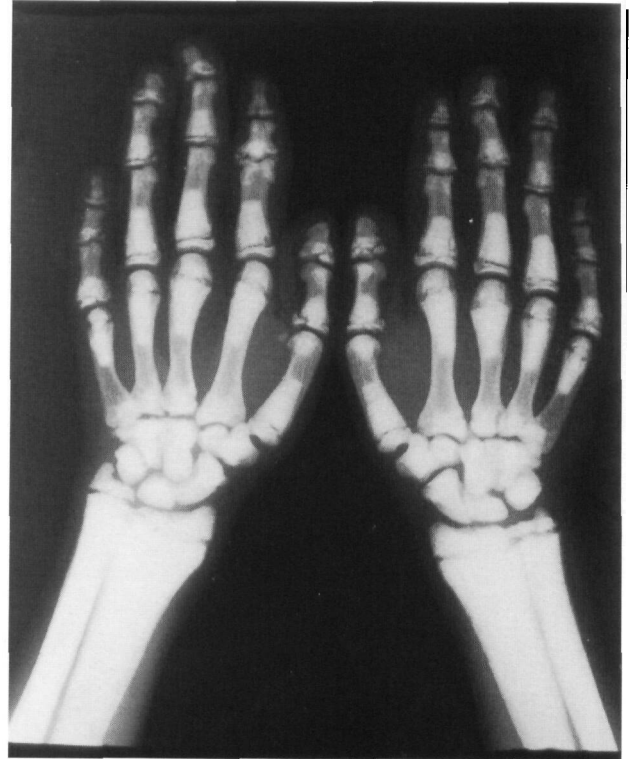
Radiografia das mãos e punhos do paciente com osteopetrose demonstrando encurtamento das falanges, especialmente distais, fragmentação das epífises ósseas, preenchimento parcial da região medular por osso cortical, ossos de punhos, rádio e ulna escleróticos; idade óssea compatível com 13 anos e 6 meses
